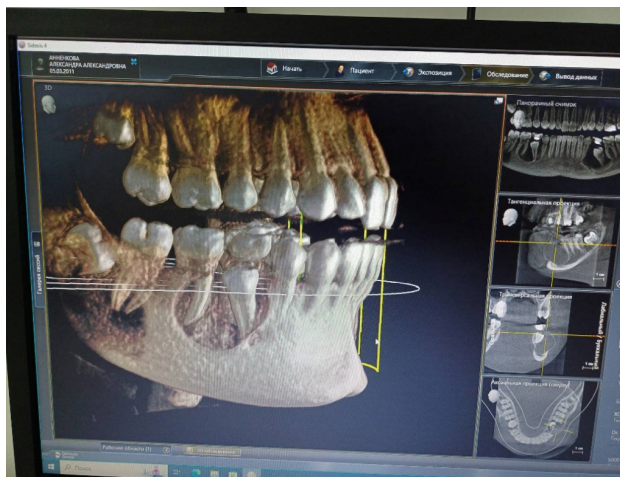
Рентгенологическая картина одонтогенной воспалительной кисты от временного зуба на нижней челюсти (3D-реконструкция)
